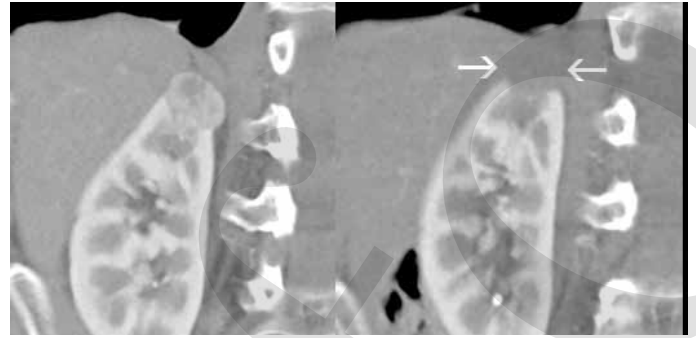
Abdomen-Computertomographie gleicher Patient wie in Abb. 5, je koronare Rekonstruktion der arteriellen Phase präinterventionell und 12 Monate-Verlaufskontrolle. Es zeigt sich eine komplette Ablation ohne Anhalt für Resttumor/-rezidiv nach Kryoablation in Lokalanästhesie.
